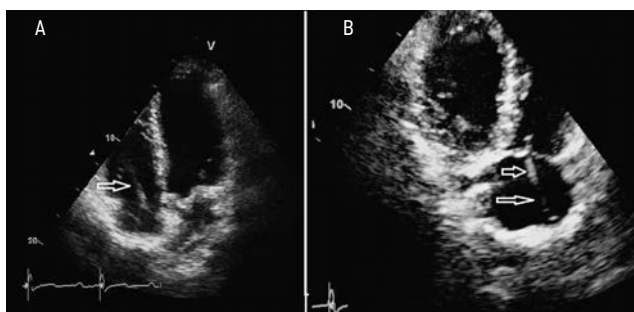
Эхокардиограммы пациента А.: А — четырехкамерное верхушечное сечение; В — верхушечное модифицированное трехкамерное сечение (через приточные отделы правого желудочка). Стрелками обозначены неравномерное уплотнение и утолщение участков электрода, расположенного в правых камерах сердца. Достоверные образования в проекции электродов не определяются
